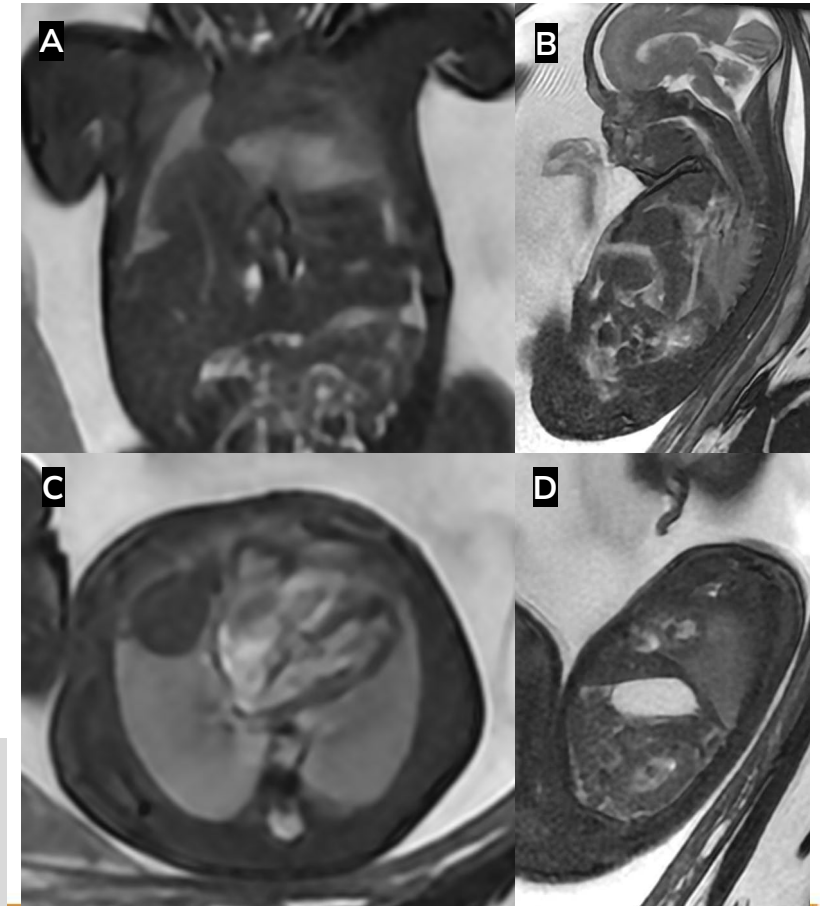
Caso 1. RM fetal (22 + 1 semanas de gestación).
